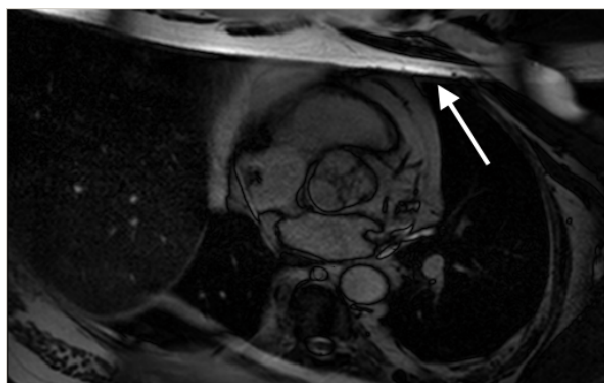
Exemple de repliement en haut de l'image IRM.
